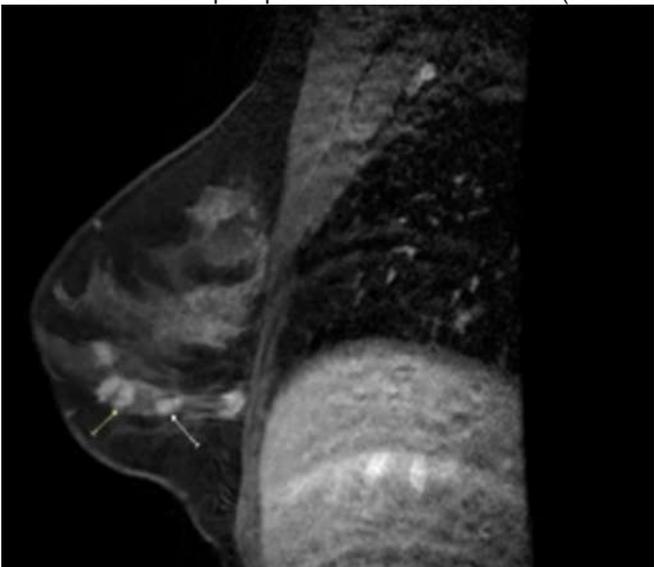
RMN mama derecha: Nódulo en cuadrante inferior externo de mama derecha de 18x14x14mm a 3mm de margen cutáneo externo asociado a relaces de alta sospecha siguen un trayecto segmentario, antero-posterior (14x7x12mm) y existe otro relace pre-pectoral de 14x10x18mm (Flechas amarilla y blanca)
